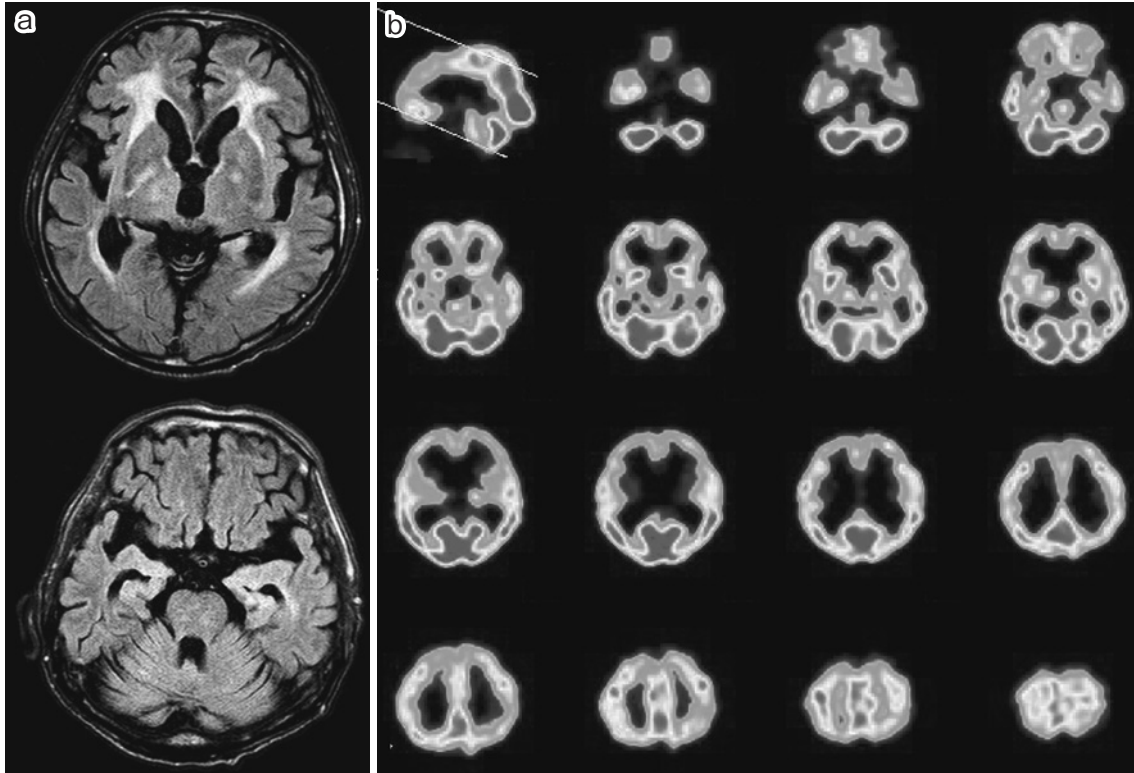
Brain MRI and SPECT on admission.
